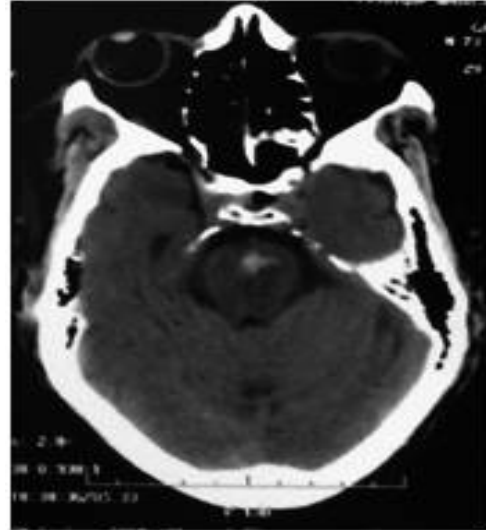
TDM de contrôle montrant l'hématome du tronc cérébral
